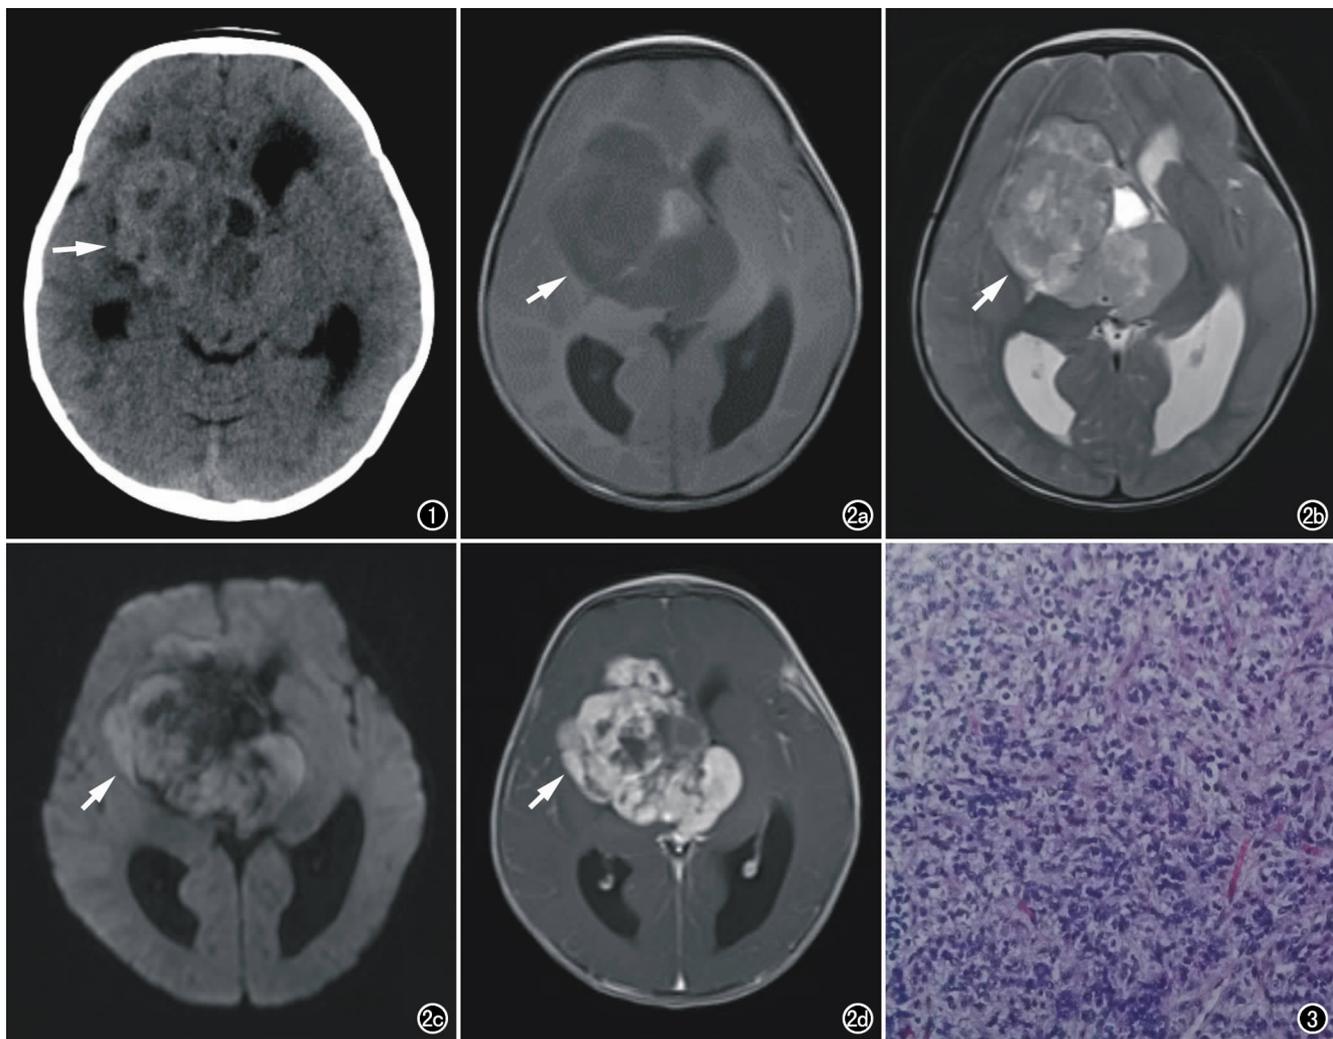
CT平扫示右侧中颅窝囊实性混杂密度占位(箭)。图2 a) T_1 WI示右侧中颅窝病灶呈等或稍低信号(箭),其内散在小片状高信号; b) T_2 WI示病灶呈混杂等高信号(箭),其内小囊状高信号; c) DWI上病灶实性部分呈弥散稍高信号(箭); d) 增强 T_1 WI示病灶实性部分呈结节状强化(箭),部分表现为环形厚壁包绕一个不强化的中心坏死区,形状类似“盘山公路”。图3 镜下可见呈实片状分布的肿瘤细胞呈圆形及短梭形,细胞核圆形、卵圆形,部分细胞胞浆丰富,核偏位,核分裂易见,可见片状坏死,伴小血管增生(HE,×400)。
